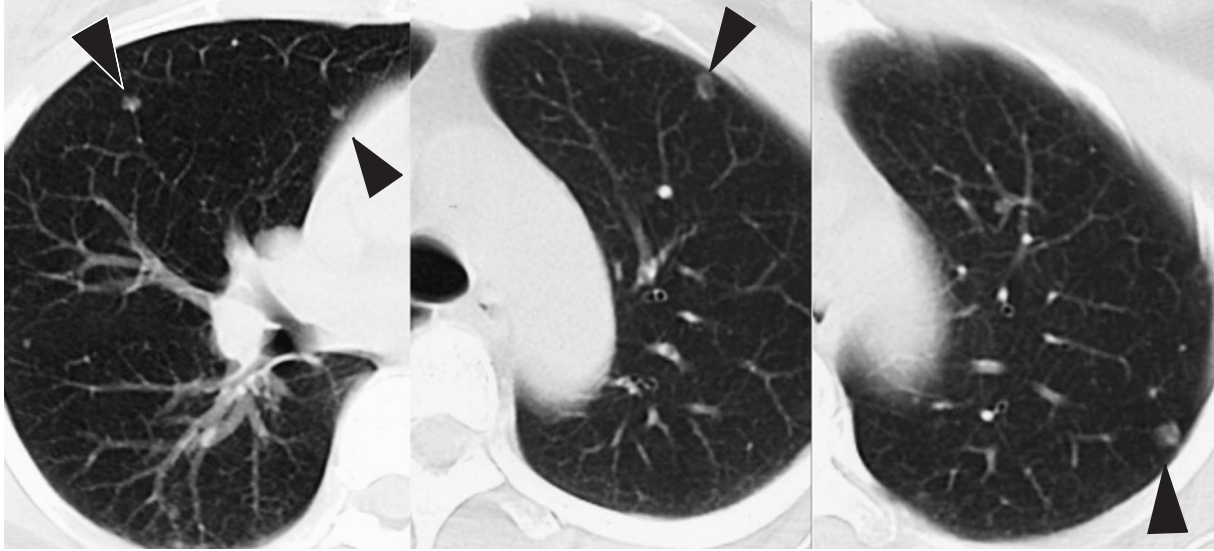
Chest CT scans on admission reveals multiple well-defined nodules in both lungs.
